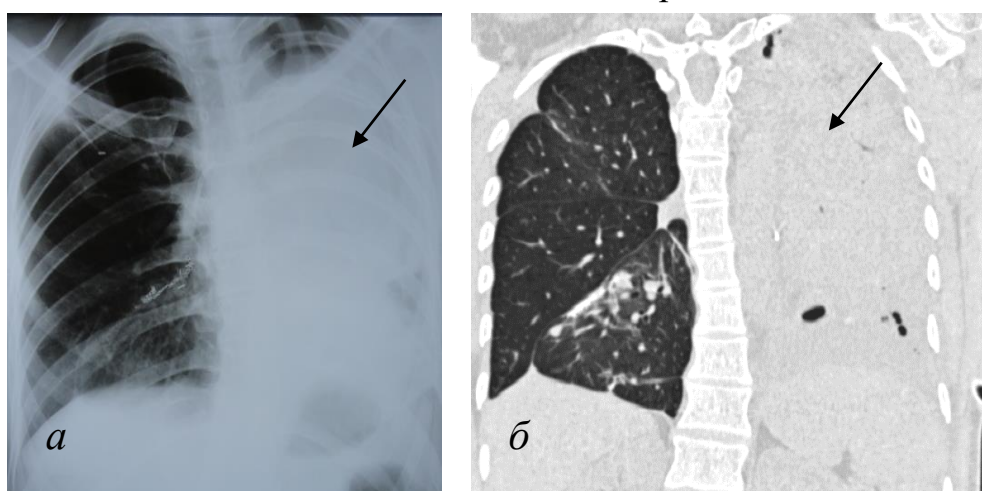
Альвеолярный постперфузионный отёк лёгкого (пояснения в тексте). Пациентка М., 28 лет. Третьи сутки после нижней лобэктомии слева, ИХПЛ мелфаланом 50 мг, а – обзорная рентгенограмма груди в положении стоя, б – коронарная реконструкция КТ груди в легочном окне
